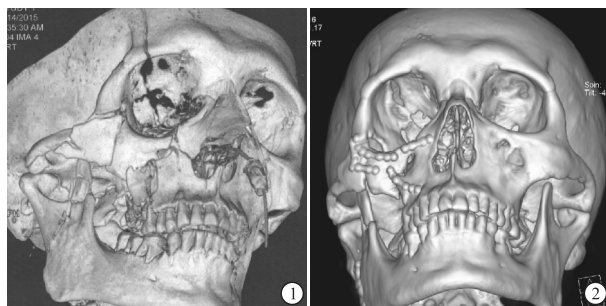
术前三维CT 图2 术后三维CT示骨折愈合情况
